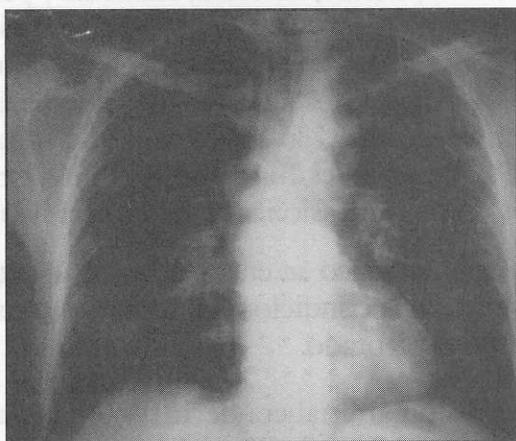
Radiografía PA de tórax que muestra múltiples infiltrados alveolares nodulares en ambos campos pulmonares. No hay cavitación.
